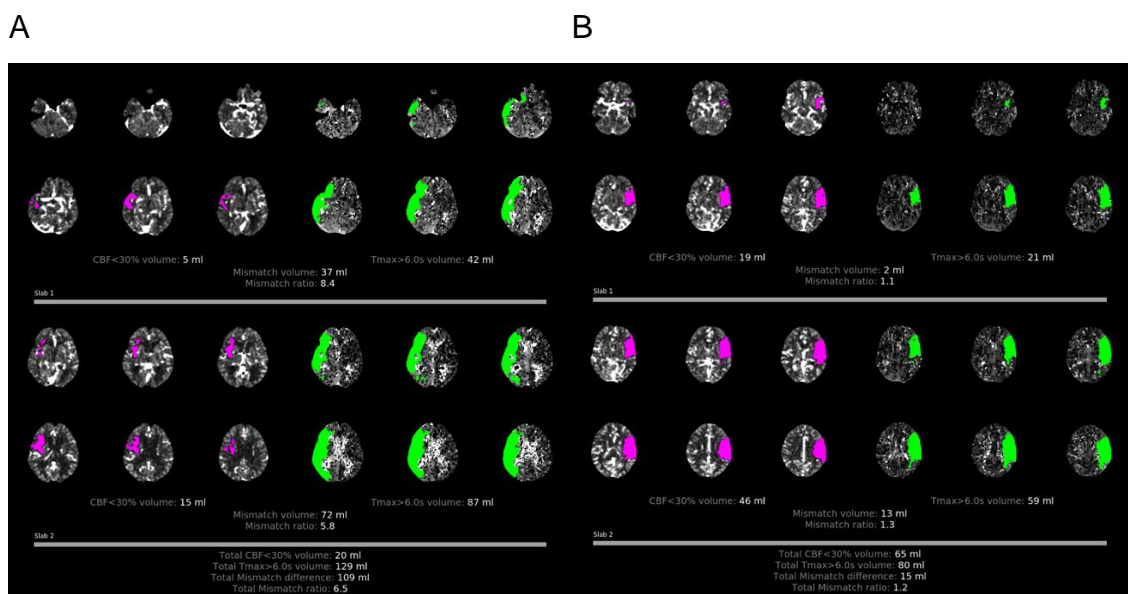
Modelos ilustrativos estabelecidos através das análises avançadas de duas perfusões por TC realizadas por um software automatizado (RAPID®) de dois diferentes pacientes. Em um deles (A), observa-se presença de um significativo mismatch, notadamente pela diferença das áreas de penumbra (regiões em verde) e do core (regiões em rosa), obtendo-se uma razão de mismatch de 6,5. Já em outro, nota-se um pequeno mismatch, obtendo-se uma razão de 1,2.
